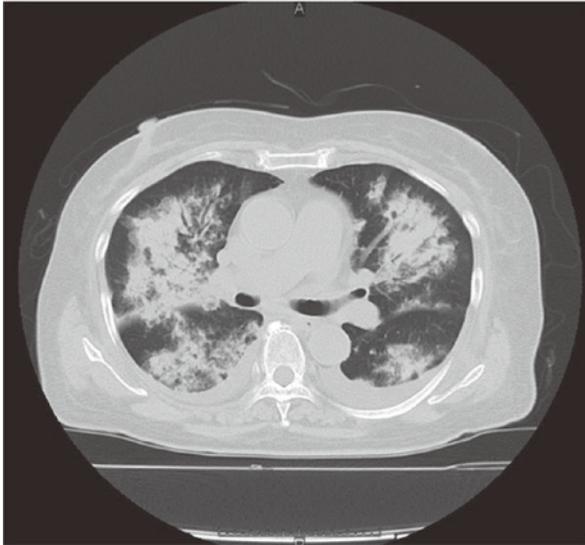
転院時の胸部 CT。両肺野中枢側優位に air bronchogram を伴う浸潤影を認める。
